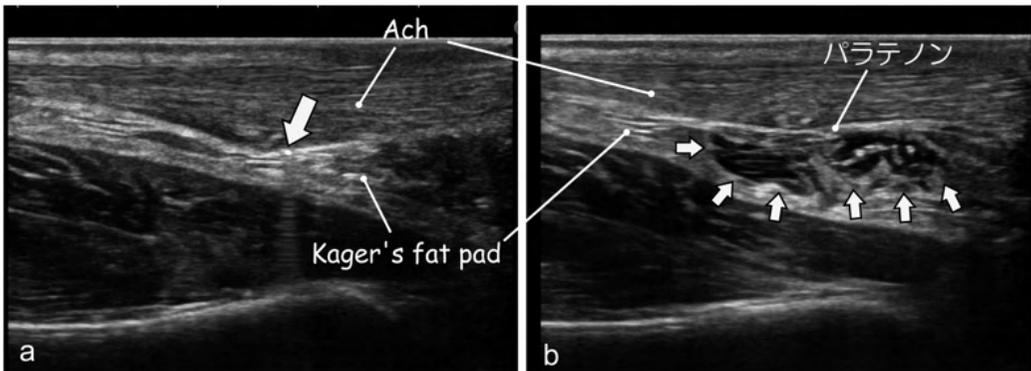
アキレス腱症に対するヒアルロン酸局所注入療法の超音波画像
